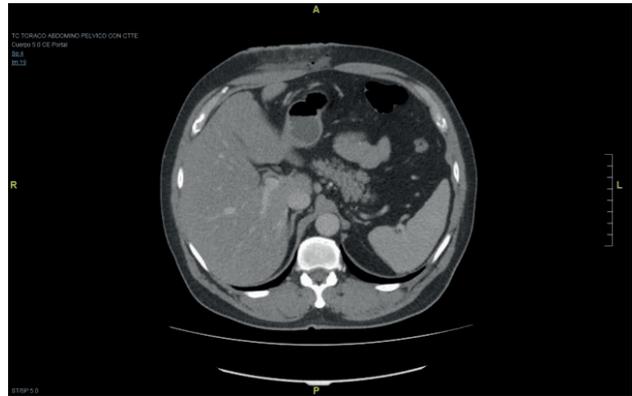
Imagen del TAC de extensión. Cambios posquirúrgicos en pared abdominal anterior derecha con pequeña cavidad hidroaérea de espesor laminar.
